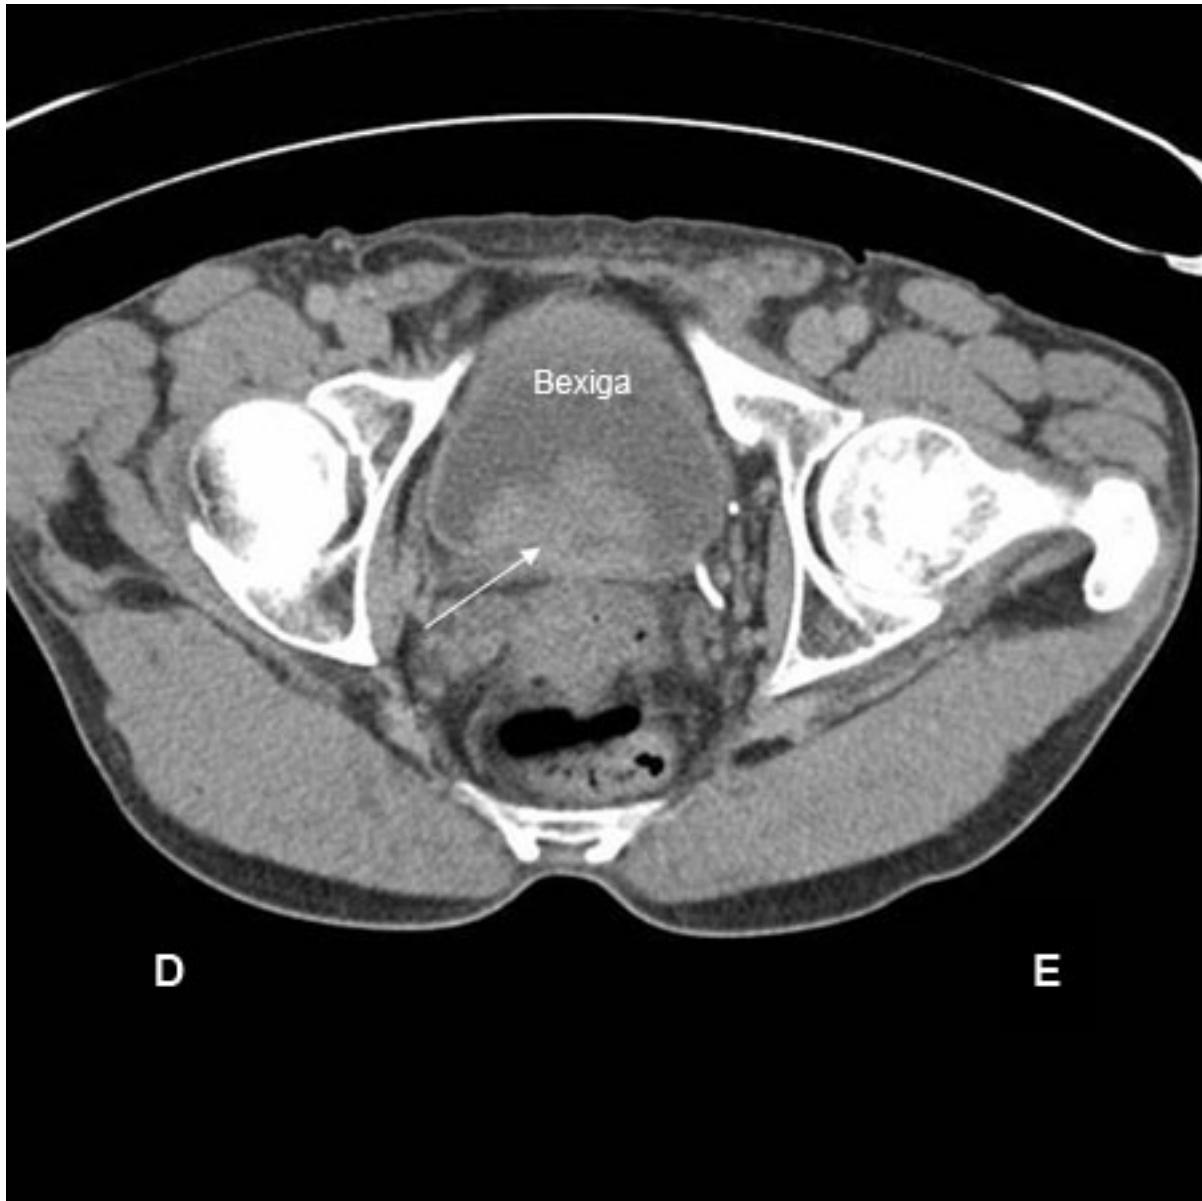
Tomografia computadorizada (TC) mostrando carcinoma de células transicionais da bexiga bloqueando o orifício ureteral direito
